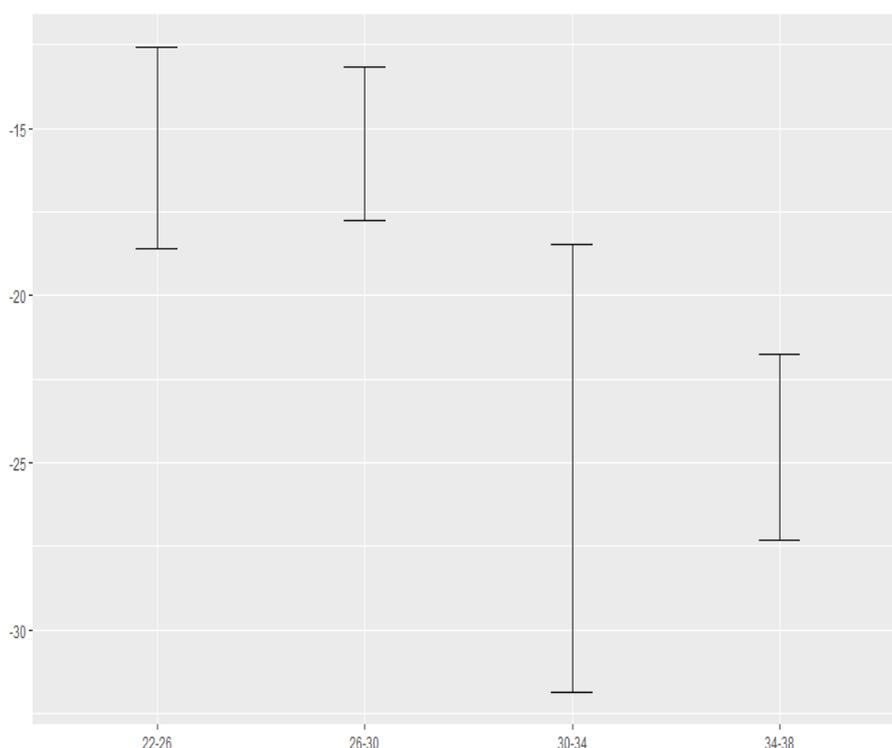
Gráfico de variabilidade em dias, entre a Idade Gestacional estimada pela conversão direta da altura uterina para os diferentes grupos de Idades Gestacionais estimadas pela Ultrassonografia do Primeiro Trimestre (Intervalo de Confiança de 95%).
